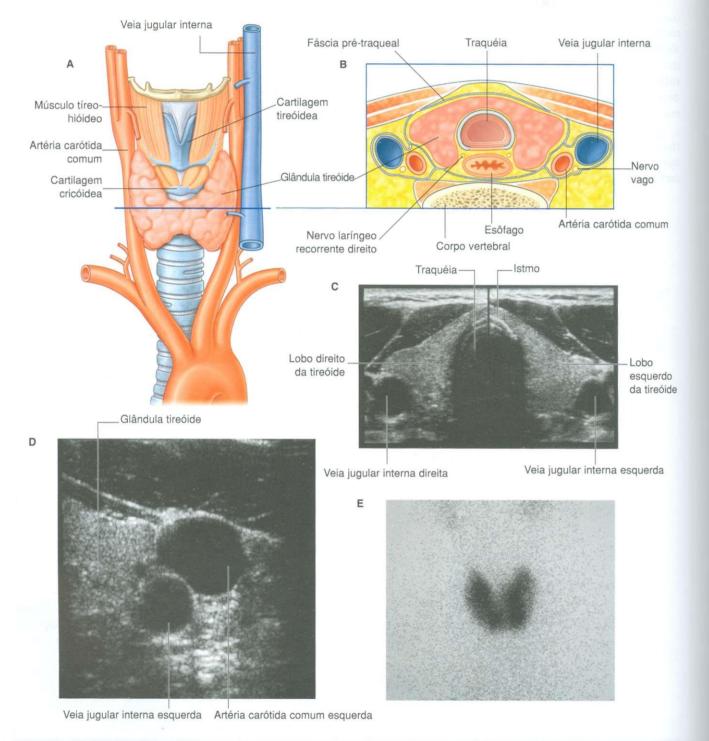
Glândula tireóide no trígono cervical anterior. A. Vista anterior. B. Corte transversal. C. Ultra-sonografia — incidência axial composta do pescoço. D. Ultra-sonografia — incidência axial do pescoço. E. Cintilografia — captação normal de pertecnetato pela tireóide no pescoço.
